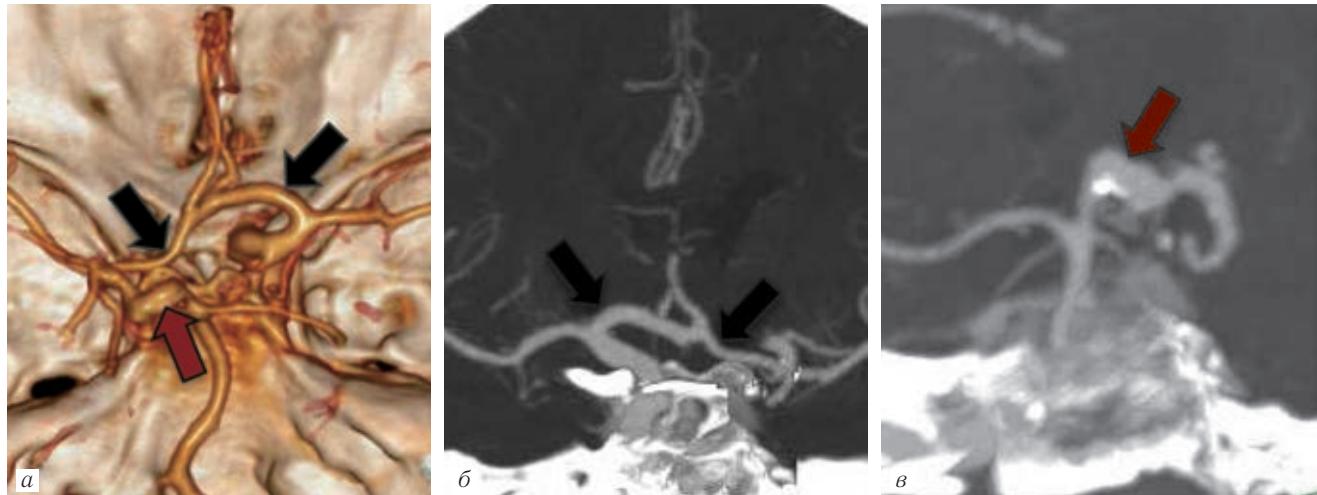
КТ-ангиография БЦА, артериальная фаза болюсного контрастного усиления; *а* — трехмерная реконструкция; *б, в* — реконструкции максимальной интенсивности: контрастирование левых ПМА и СМА через область ПМА-ПСА (черные стрелки), фузiformная аневризма левой ЗМА — красная стрелка.
